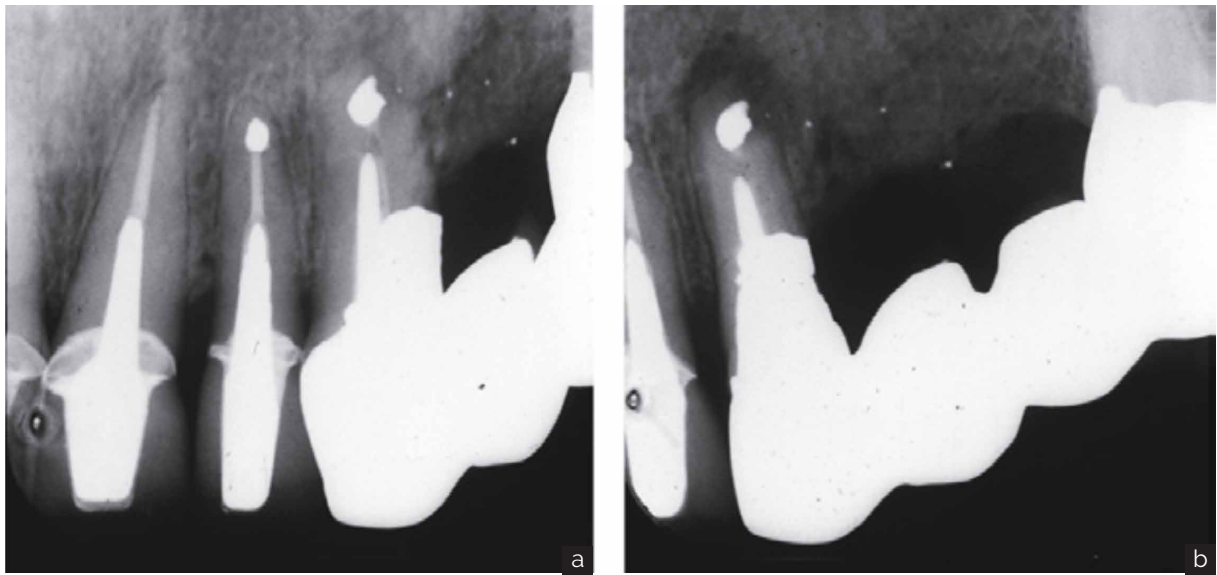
La evaluación de la cicatrización después de la cirugía apical del canino superior izquierdo. Las radiografías (a) y (b) se toman en la misma ocasión, pero con diferentes proyecciones. La destrucción ósea apical tiene un aspecto diferente en función del cambio de la proyección.
